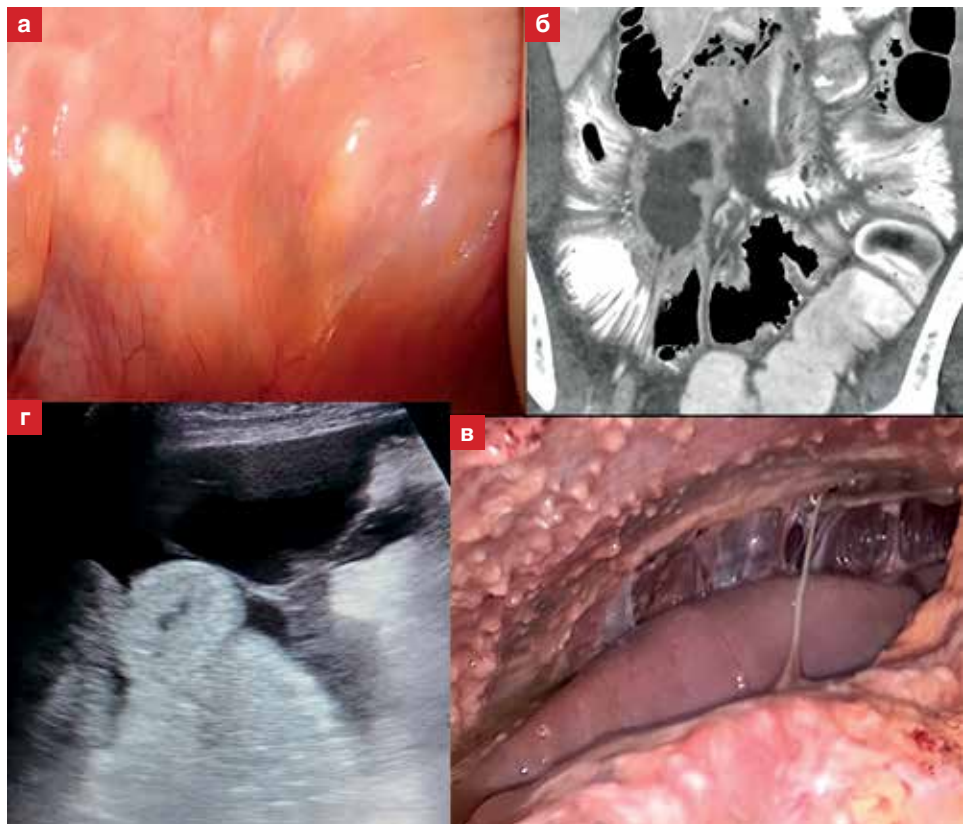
A – Tuberculous mesadenitis (by laparoscopy, enlarged lymph nodes are outlined through the peritoneum at the root of the mesentery of the small intestine); B – Tuberculous mesadenitis (by CT scan, a conglomerate of lymph nodes is replaced by caseous masses with peripheral accumulation of the ultrasonic contrast medium); C – Tuberculous peritonitis (a laparoscopy examination visualized multiple tuberculous tubercles on the parietal and visceral peritoneum); D – Tuberculous peritonitis (an echogram visualizes exudate with fibrin flakes in the abdominal cavity)
